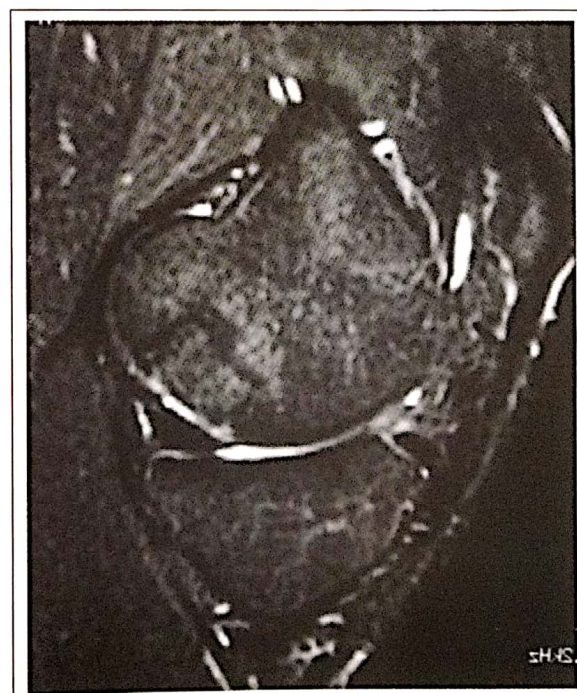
IRM de contrôle d'une "Mosaicplasty" à un recul de 2 ans
